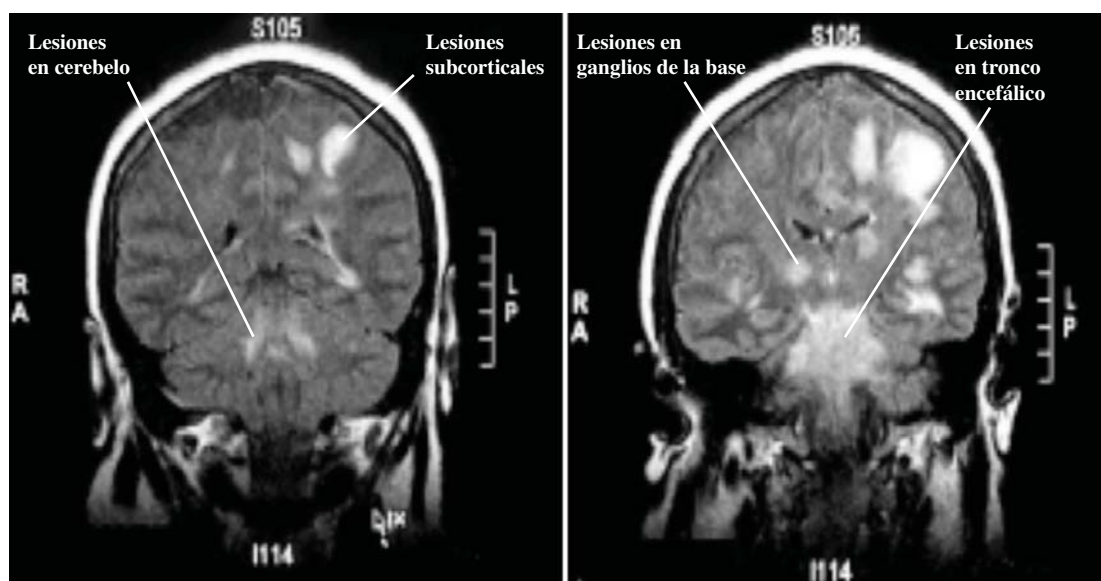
RMN cerebral, FLAIR coronal. Múltiples lesiones hiperintensas subcorticales parieto-temporales bilaterales a predominio izq, en ganglios de la base (lenticulares y caudados), tronco encefálico y cerebelo.
